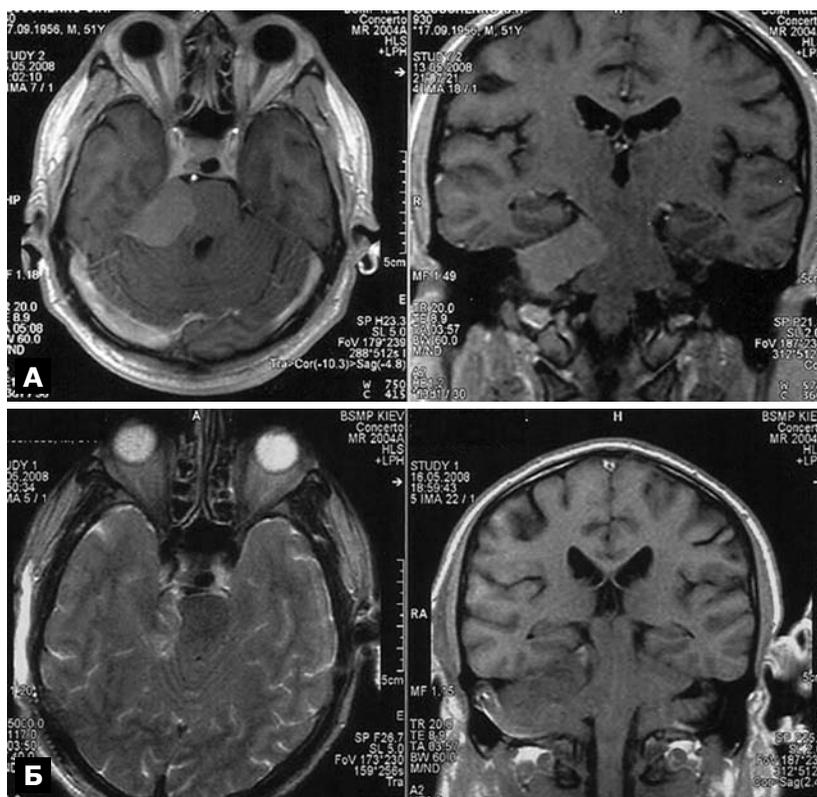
МРТ при менингиоме задней поверхности пирамиды височной кости справа. А — до операции; Б — МРТ-контроль после тотального удаления опухоли с применением ретросигмовидного доступа.
